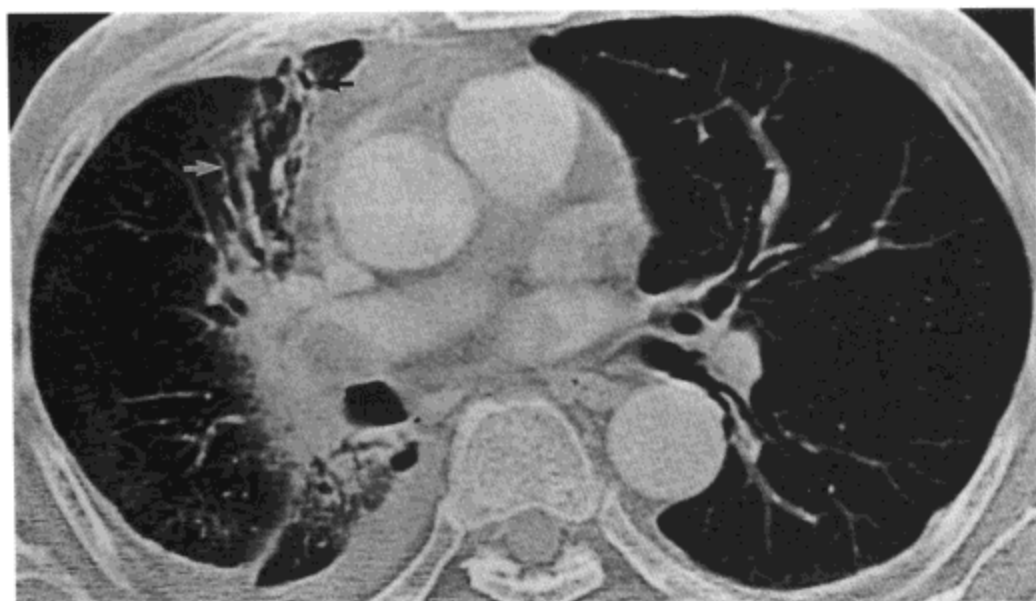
放射性纤维化。高分辨率 CT 影像示不规则线样影，实变，磨砂玻璃影与牵引性支气管扩张（箭头）。放射过的肺体积减小。意外发现右侧少量的胸腔积液。病人男，65 岁，因为肺癌曾作过放射治疗（感谢日本 Fukushima，Fukushima 医科大学放射科 Hiroshi Moriya 医生提供）。
